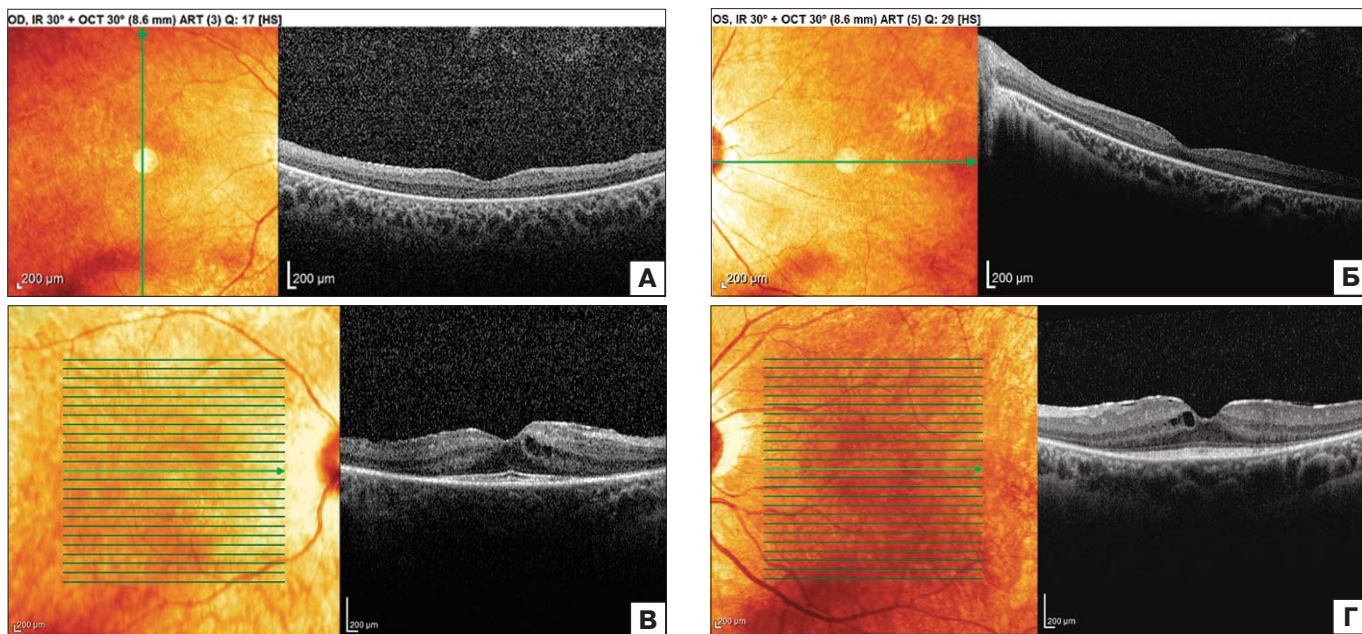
Оптические когерентные томограммы: правого (А), левого (Б) глаза у больного ПР без КМО; правого (В), левого (Г) глаза у больного ПР с КМО.
